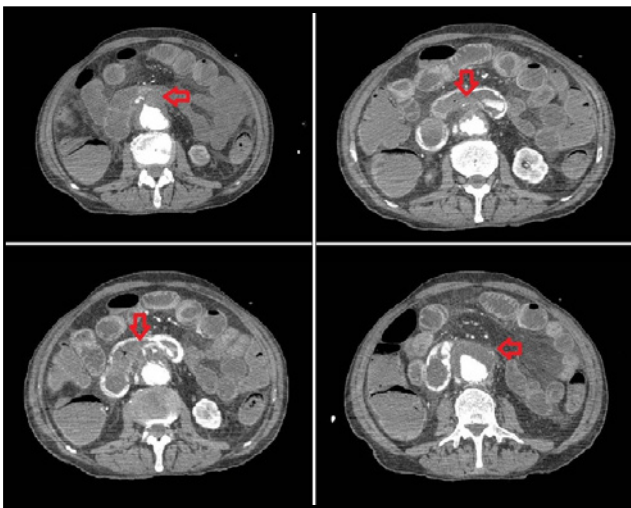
Angio TAC con contraste (IV) en fase tardía, con extravasación del contraste en la tercera porción del duodeno. Fístula Aortoentérica
